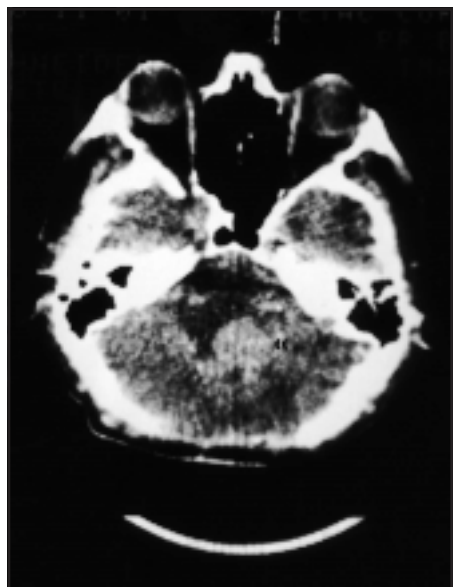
Tomografia axial computadorizada mostrando lesão neoplásica no hemisfério cerebelar esquerdo (seta).
